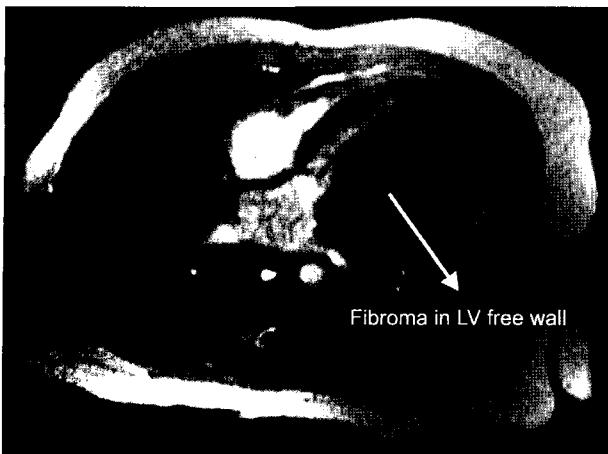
Preoperative MRI shows low signal density in left ventricular free wall.
